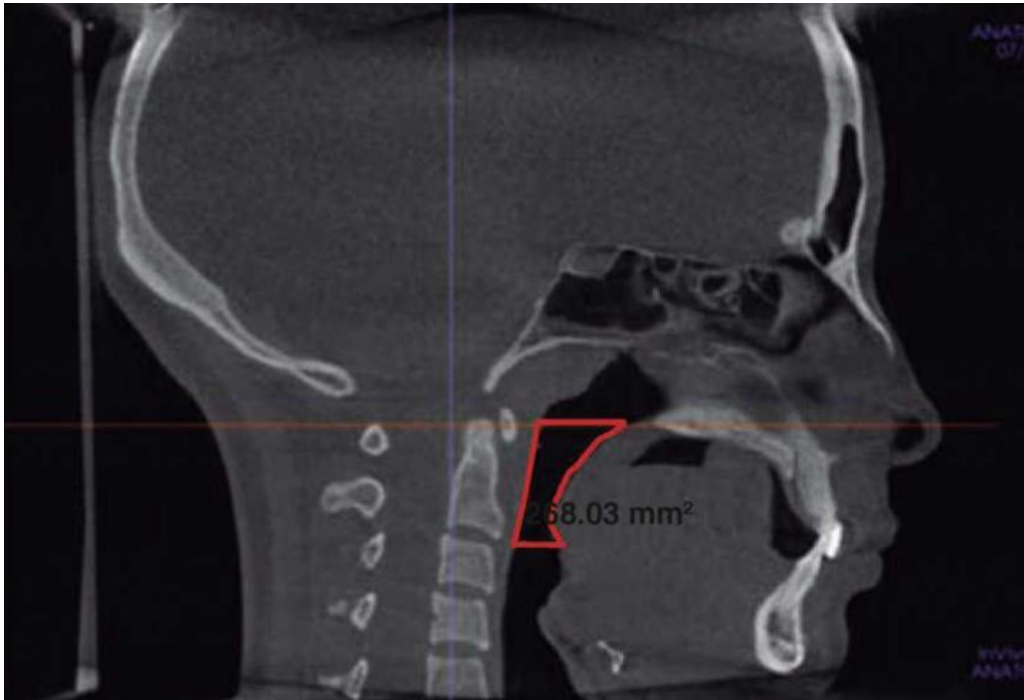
Tomografía computarizada de macizo facial corte sagital. Nótese la delimitación de la vía aérea orofaríngea (rojo) para obtener el área.<sup>8</sup>
